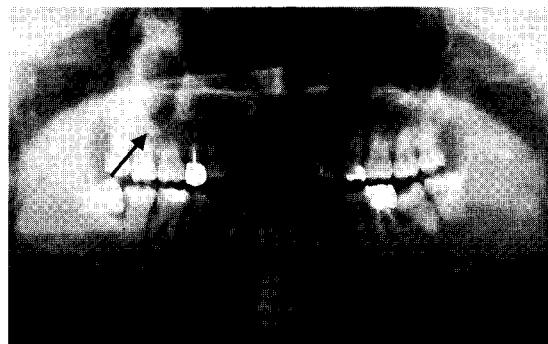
Panoramic radiograph shows a mixed radiolucent-radiopaque lesion involving the right maxillary sinus.
